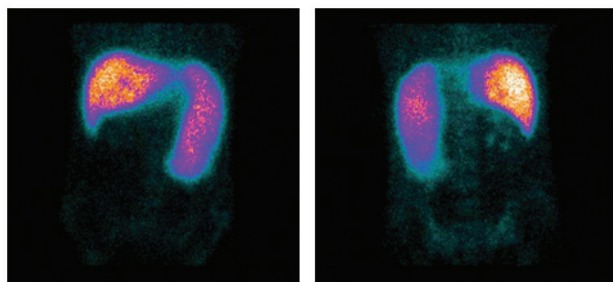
Сцинтиграммы печени и селезенки больного Н. 21 года в передней и задней проекциях при циррозе класса В по Child-Pugh
